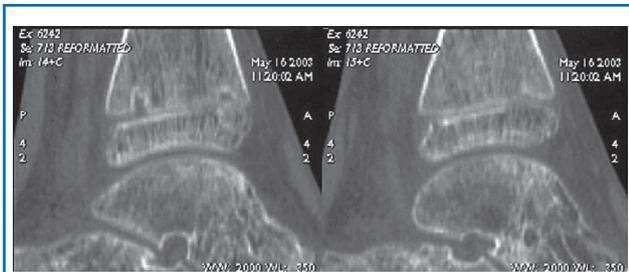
КТ голеностопных суставов у пациента с активным ХРМО.
